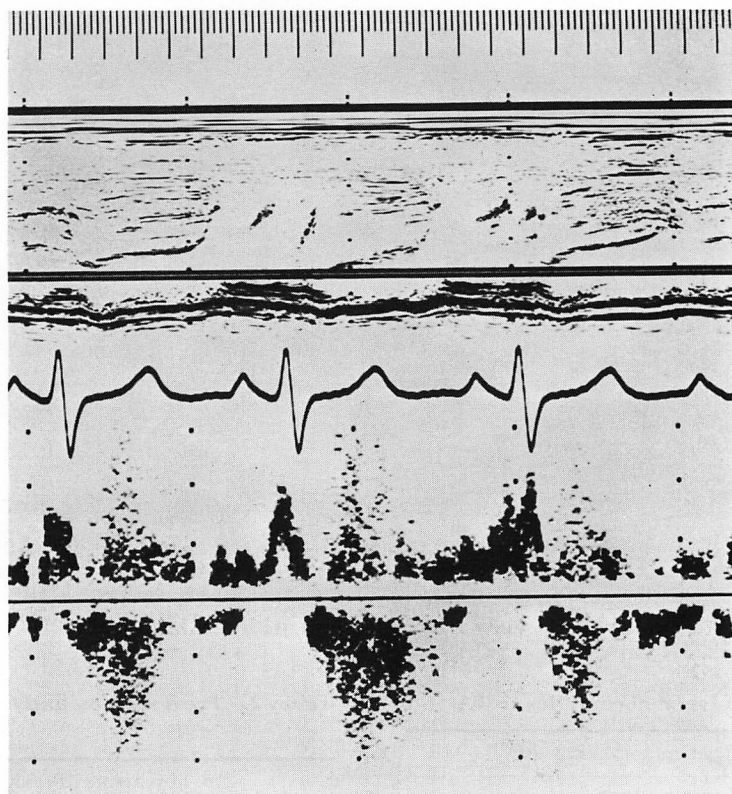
Pulsed Doppler echocardiogram indicating the sampling site in the left atrium of a patient with TA1b, MVP and MR.
